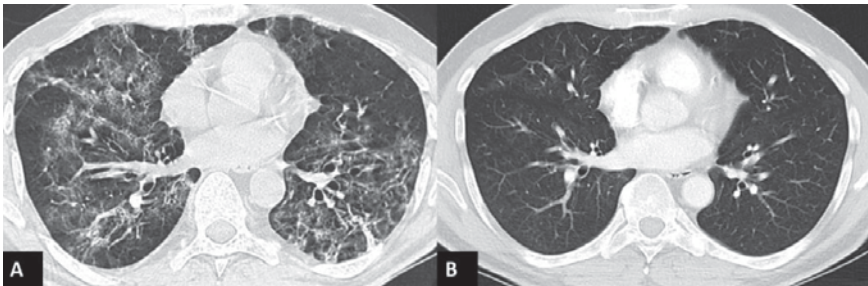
A) Tomografía computarizada de tórax identificando patrón intersticial con engrosamientos de septos intra e interlobulillares y áreas en vidrio deslustrado en relación con infección por COVID-19. B) Tomografía computarizada de control a los tres meses con resolución completa de los hallazgos previos.
